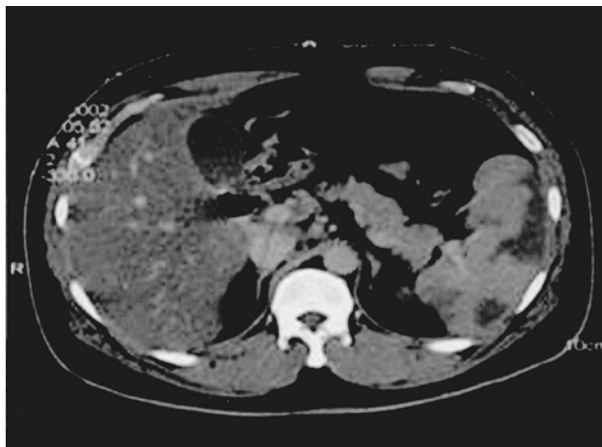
Computed tomography shows multiple peripheral low attenuated lesions.
